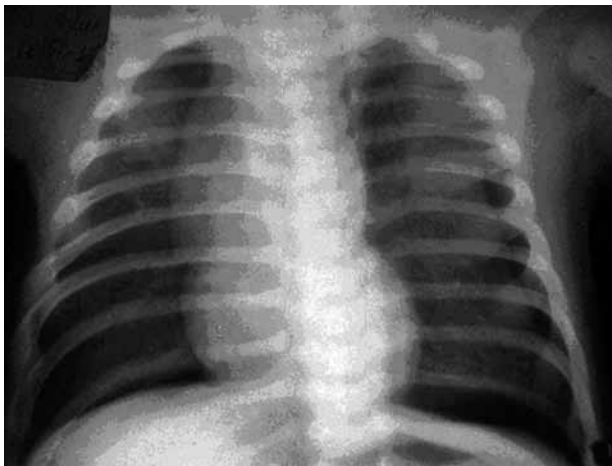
Рентгенограма хвор. М., 2 міс.
